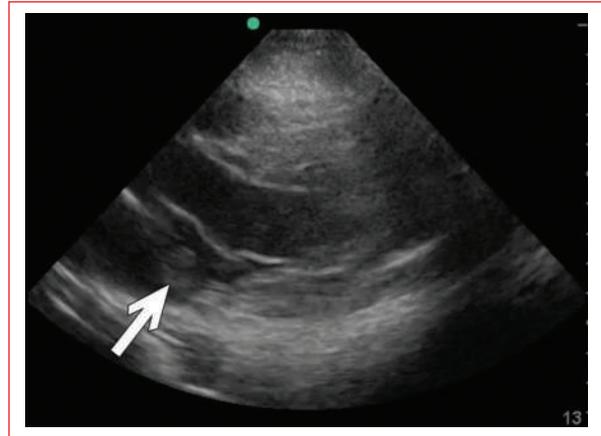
Ecografía al pie de cama. Eje paraesternal largo: presencia de masa cardíaca en la aurícula izquierda (flecha).
